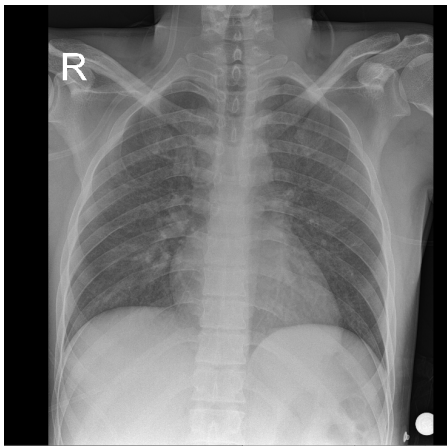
Chest X-ray control of the patient after two days of treatment at the intensive care unit.
